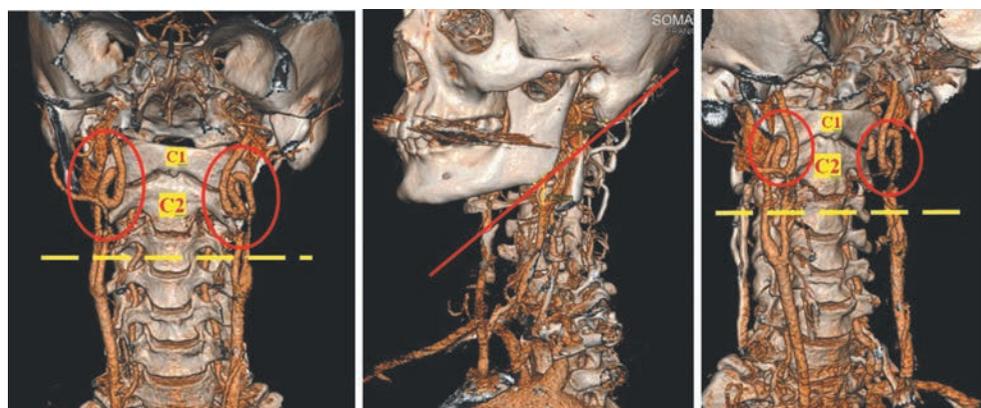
3D КТ-ангиограммы пациента с высокими извитостями обеих ВСА. Красными кругами обозначены высокие патологические извитости ВСА. Желтая пунктирная линия показывает уровень угла нижней челюсти. Красная линия проведена между верхушкой сосцевидного отростка и углом нижней челюсти — выше этой линии доступ к ВСА значительно ограничен без выполнения сублюкации.
